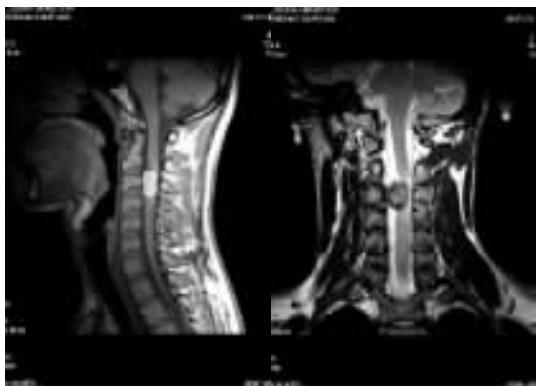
MRI 检查示肿瘤组织位于 C3 水平髓外硬膜内, 呈短 T1 短 T2 信号, 相应水平颈髓受压明显
